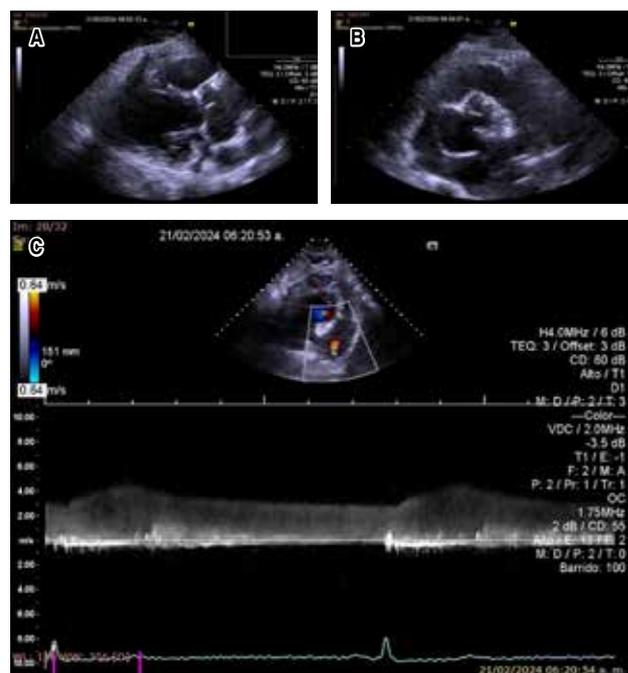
A y B) Vista en la que se evidencia aneurisma del seno de Valsalva no coronariano. C) Doppler color flujo sistólico-diastróptico de persistencia del conducto arterioso.
